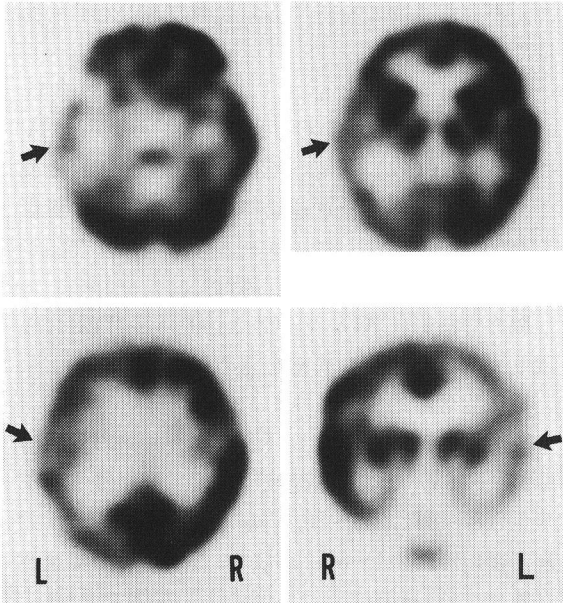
発作時 SPECT 像 (1991年7月10日, 5歳9ヵ月)
